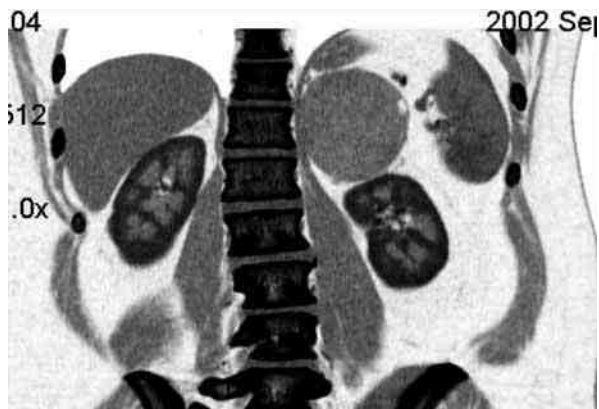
МСКТ. Феохромоцитома левого надпочечника
